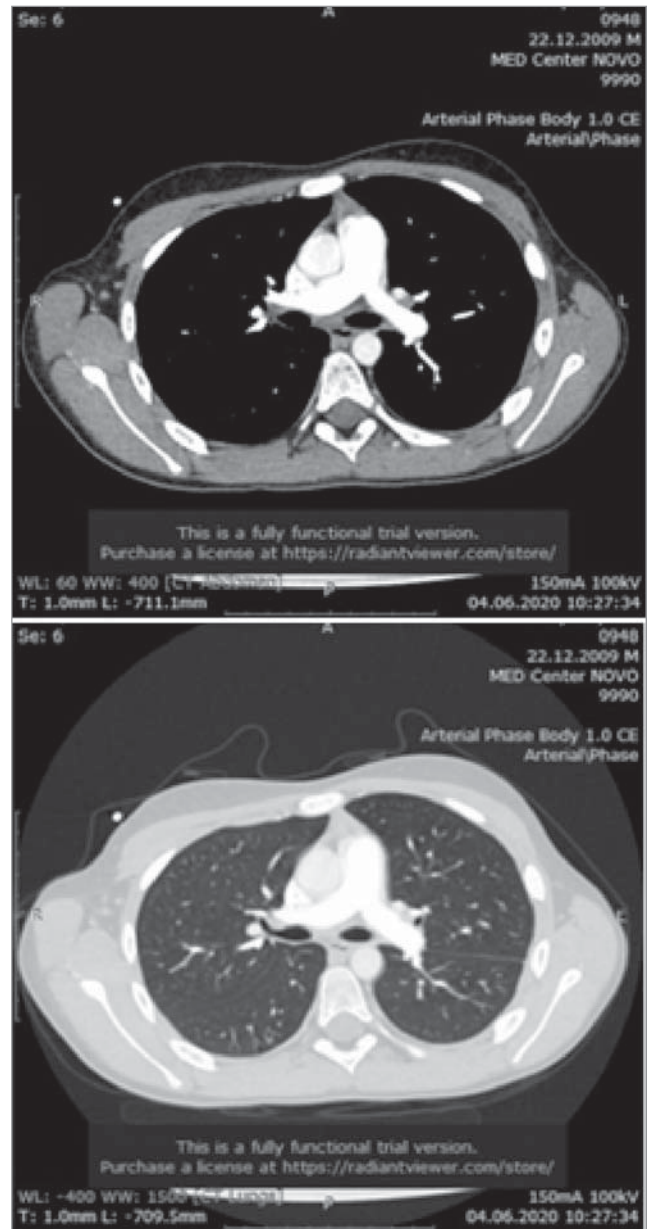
КТ від 04.06.2020. Регрес ателектазів задніх відділів лівої легені та лівобічного гідротораксу / осумкованого плевриту; зменшення вогнища ущільнення легеневої паренхіми S6 зліва
